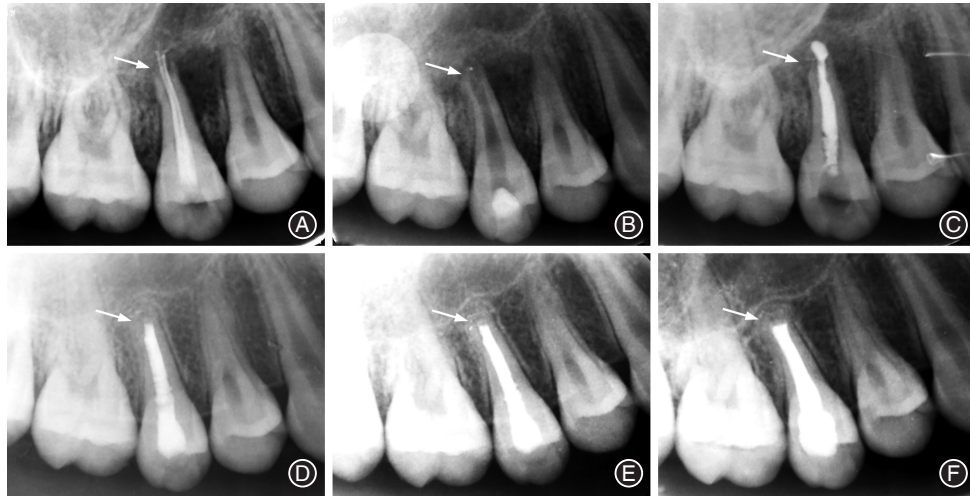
年轻恒牙根尖周炎患儿根尖诱导成形术治疗前后X线片情况 A:术前(外院治疗史);B:术中;C:术后即刻;D:术后6个月,根尖封闭形成,牙根略有增长,根尖孔宽度略有缩小;E:术后1年,较术后6个月无明显变化;F:永久重填;箭头所示为患牙根尖情况。
